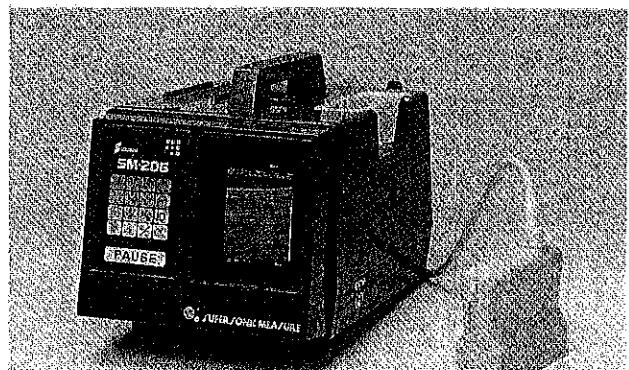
全身の身体組成推定式を内蔵したBモード超音波測定器(誠鋼社製作)
